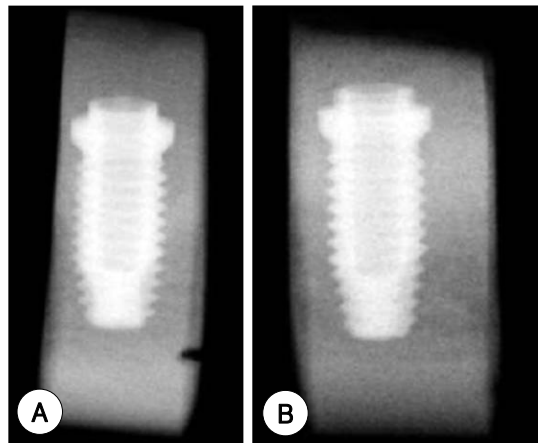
Lateral radiographs of the control (A) and the experimental (B) groups. In both groups, there is no radiolucency around implant and the integrated implants are observed.
